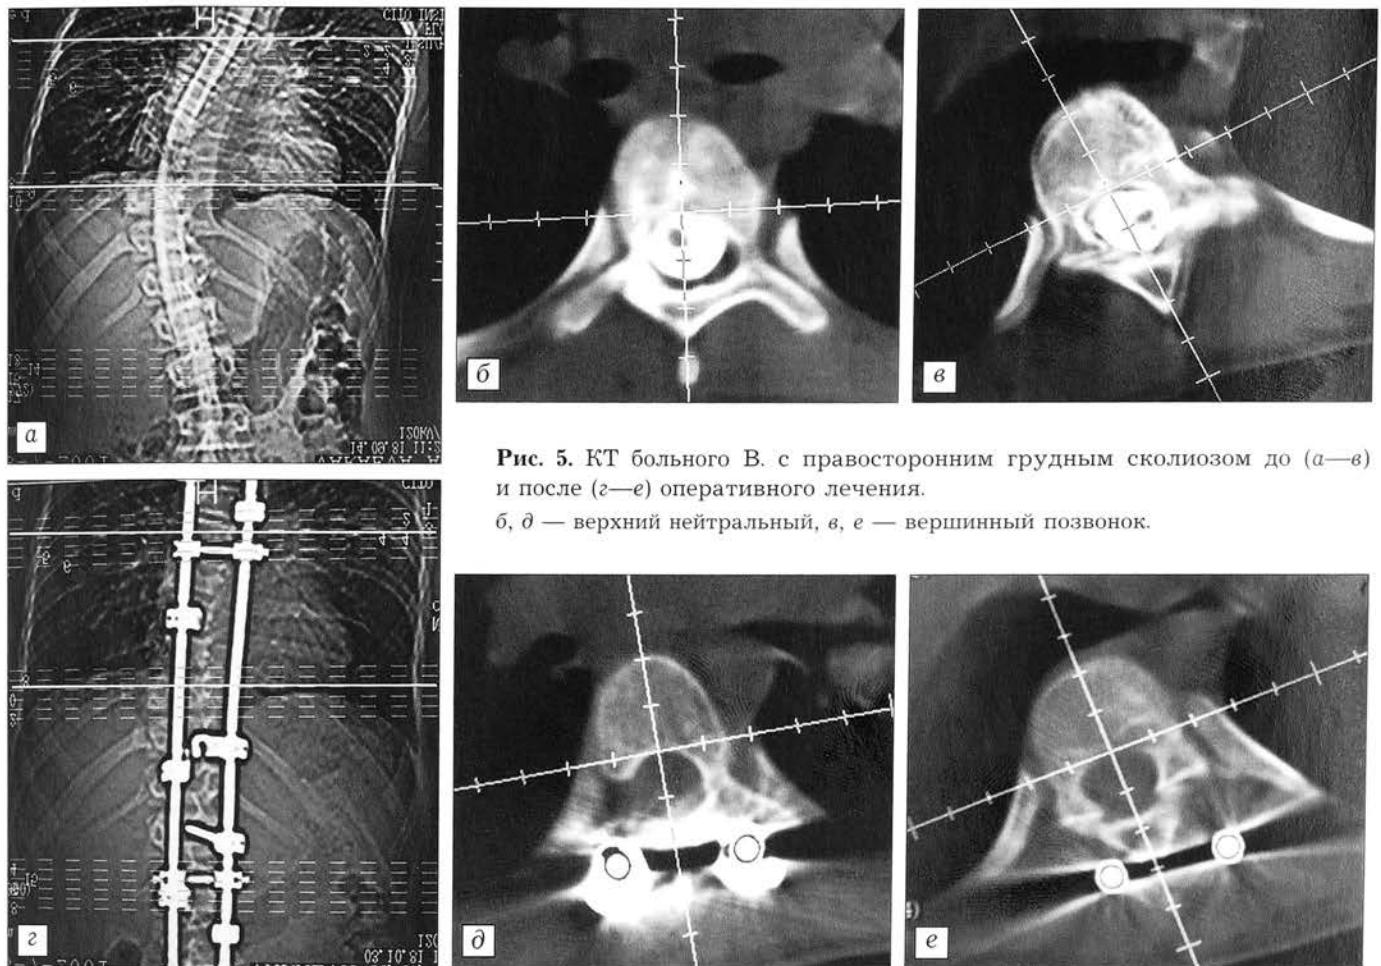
КТ больного В. с правосторонним грудным сколиозом до (а—в) и после (г—е) оперативного лечения.
